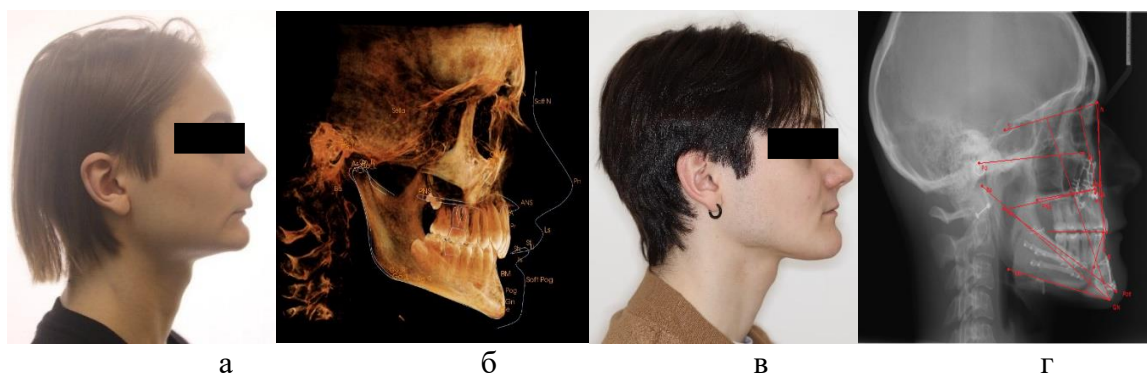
Пациент С., 20 лет. Скелетная форма ДОЗР: а-б – фото профиль и 3D-цефалометрический анализ сагиттального среза КЛКТ черепа до лечения, в-г – фото профиль и цефалометрический анализ телерентгенограммы в боковой проекции после лечения
